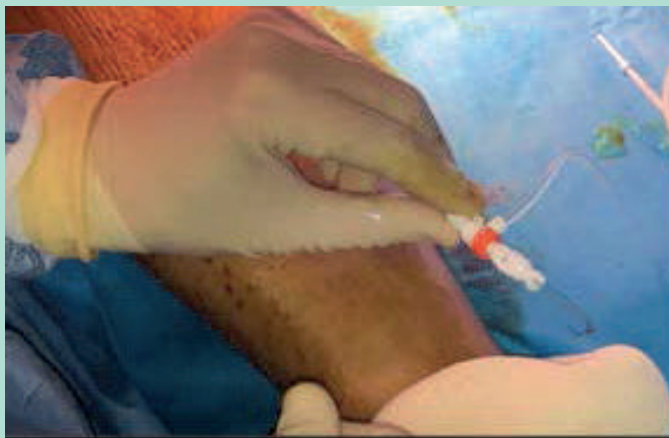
Mise en place de l'introducteur avec de gauche à droite : insertion du désilet sur le fil guide (inséré au préalable dans une aiguille de ponction), retrait du fil guide puis du dilateur, introducteur en place prêt à l'usage. Toutes ces étapes sont réalisées sous contrôle échographique.
